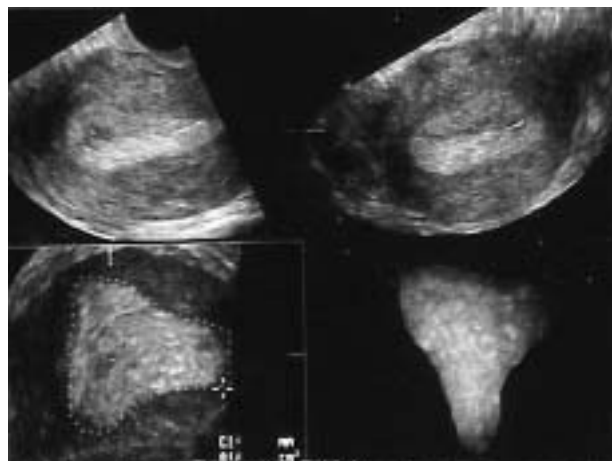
Ecografía tridimensional del útero septo tras la cirugía. Obsérvese la presencia de una cavidad uterina normal.
